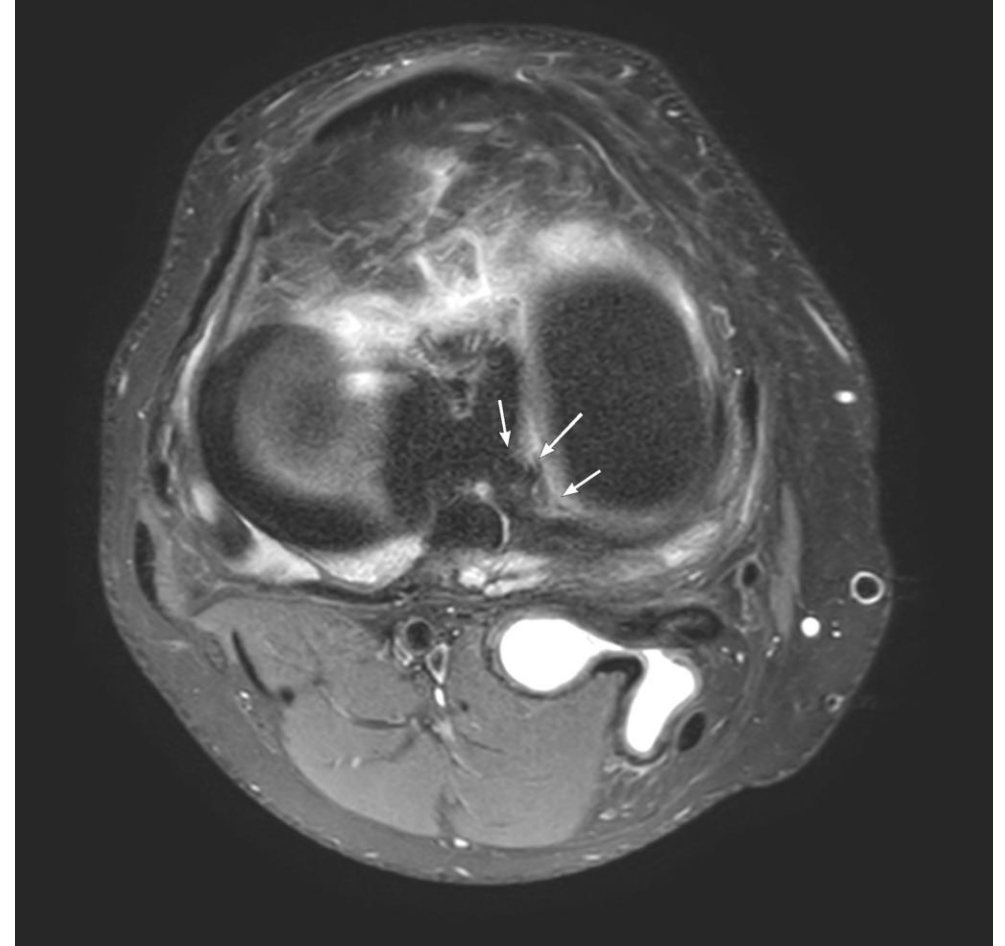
RM de rodilla, axial en secuencia T2.
